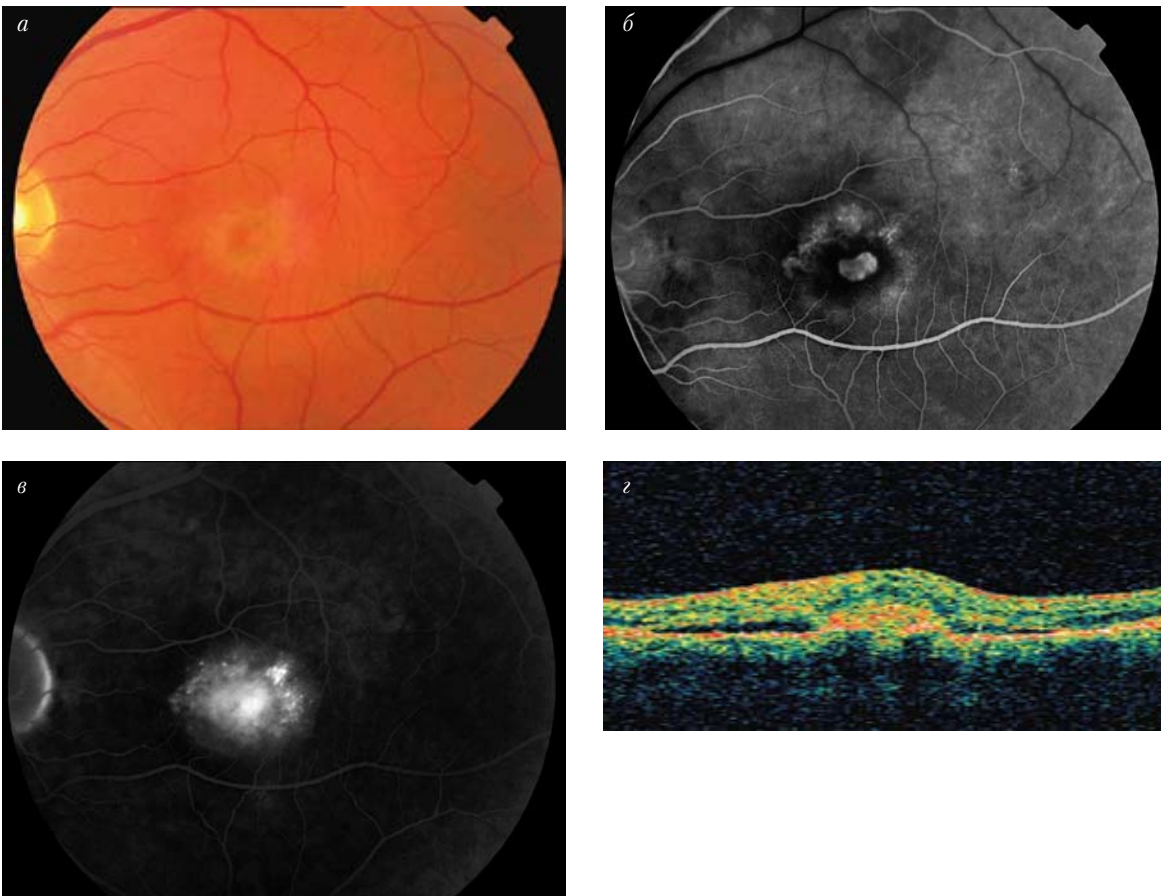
«Влажная» форма возрастной макулярной дегенерации. Классическая субретинальная мембрана: *a* – цветная фотография; *б, в* – ранняя и поздняя фазы флюоресцентной ангиографии; *г* – оптическая когерентная томография
